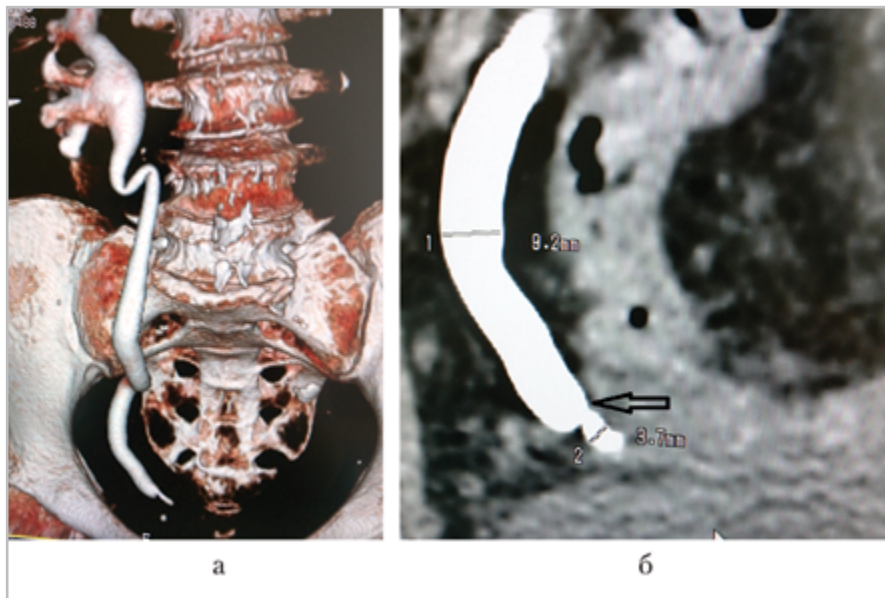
Компьютерные томограммы мочевой системы пациентки с перевязкой мочеточника (повреждение без нарушения герметичности, с неполным нарушением проходимости), антеградное заполнение полостной системы через нефростому (дооперационное исследование): *а* — трехмерная реконструкция; *б* — коронарная проекция; определяется сужение тазового отдела мочеточника, соответствующее месту перевязки (*стрелка*), через 60 мин поступление КВ в дистальные отделы мочеточника; через несколько дней пациентке успешно выполнено бужирование, стентирование мочеточника, проходимость мочевых путей восстановлена
